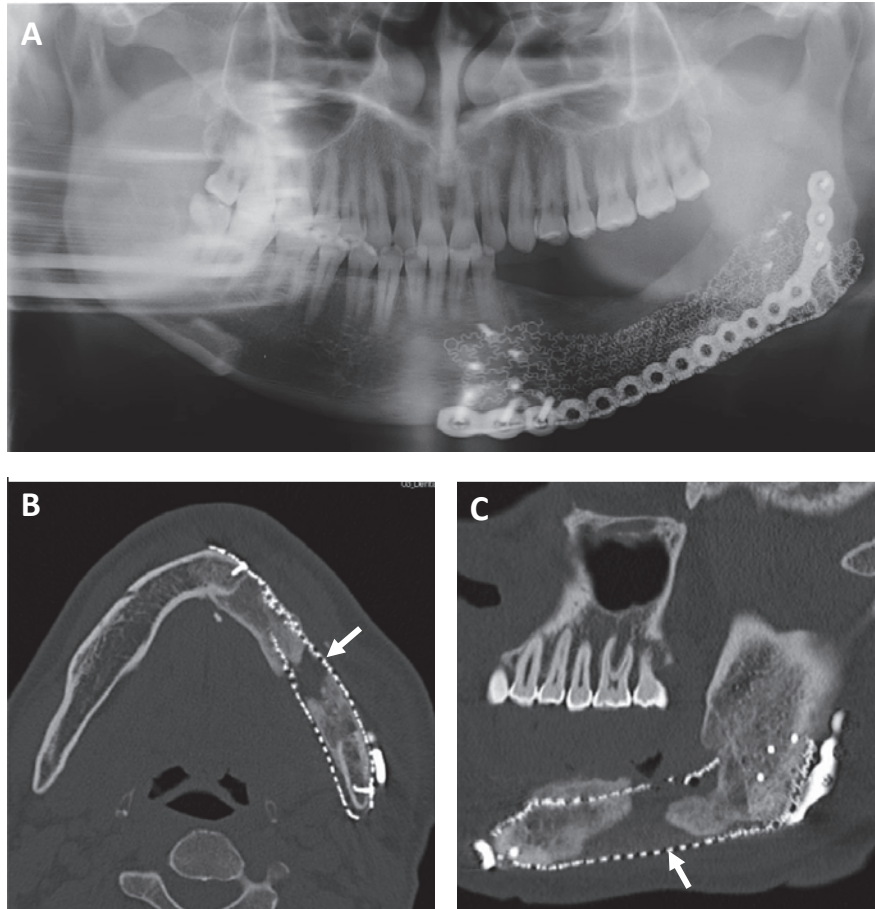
A, B, C) 2017年5月のパノラマX線およびCT画像. 下顎下縁から中央の30×10mm大の骨欠損領域を示す. 同部移植骨の感染とチタンメッシュトレー及びプレートの感染がみられる(矢印).
